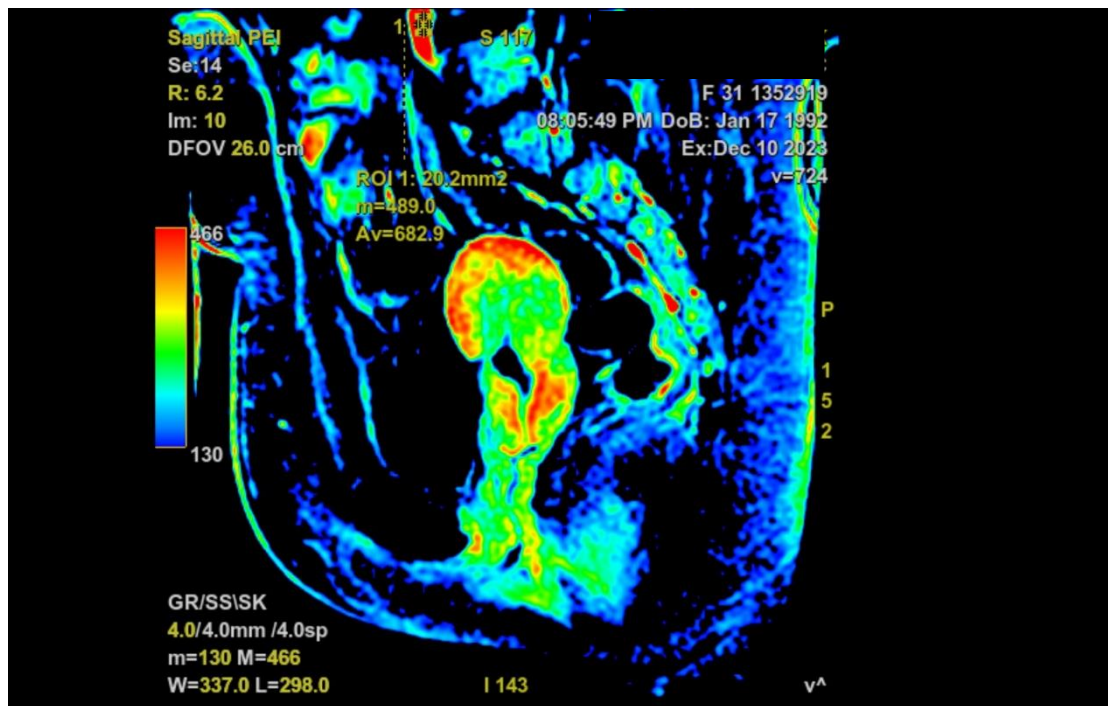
цветная карта перфузии, трекер (ROI) установлен на аорте
